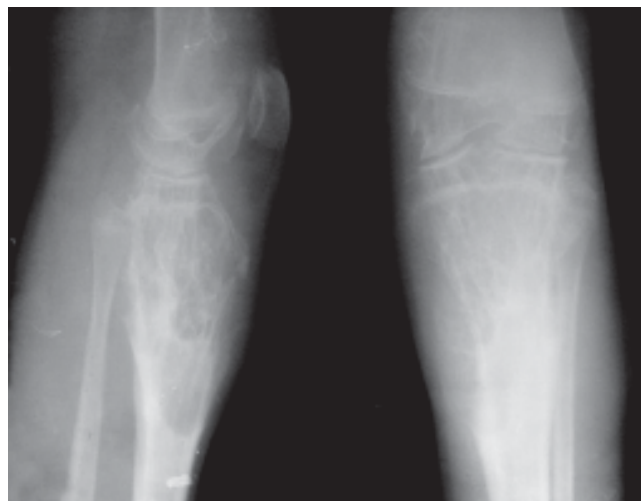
Radiografía lateral y frontal de rodilla. Muestra artropatía hemofílica.
